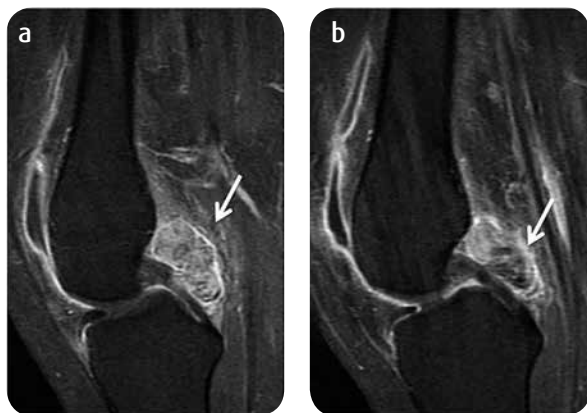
RM de la rodilla derecha. a y b) Imágenes sagitales con información T1 FSE con saturación grasa poscontraste (TR:600 TE: 9,9). Se observa un realce heterogéneo intenso de la lesión (flechas).
